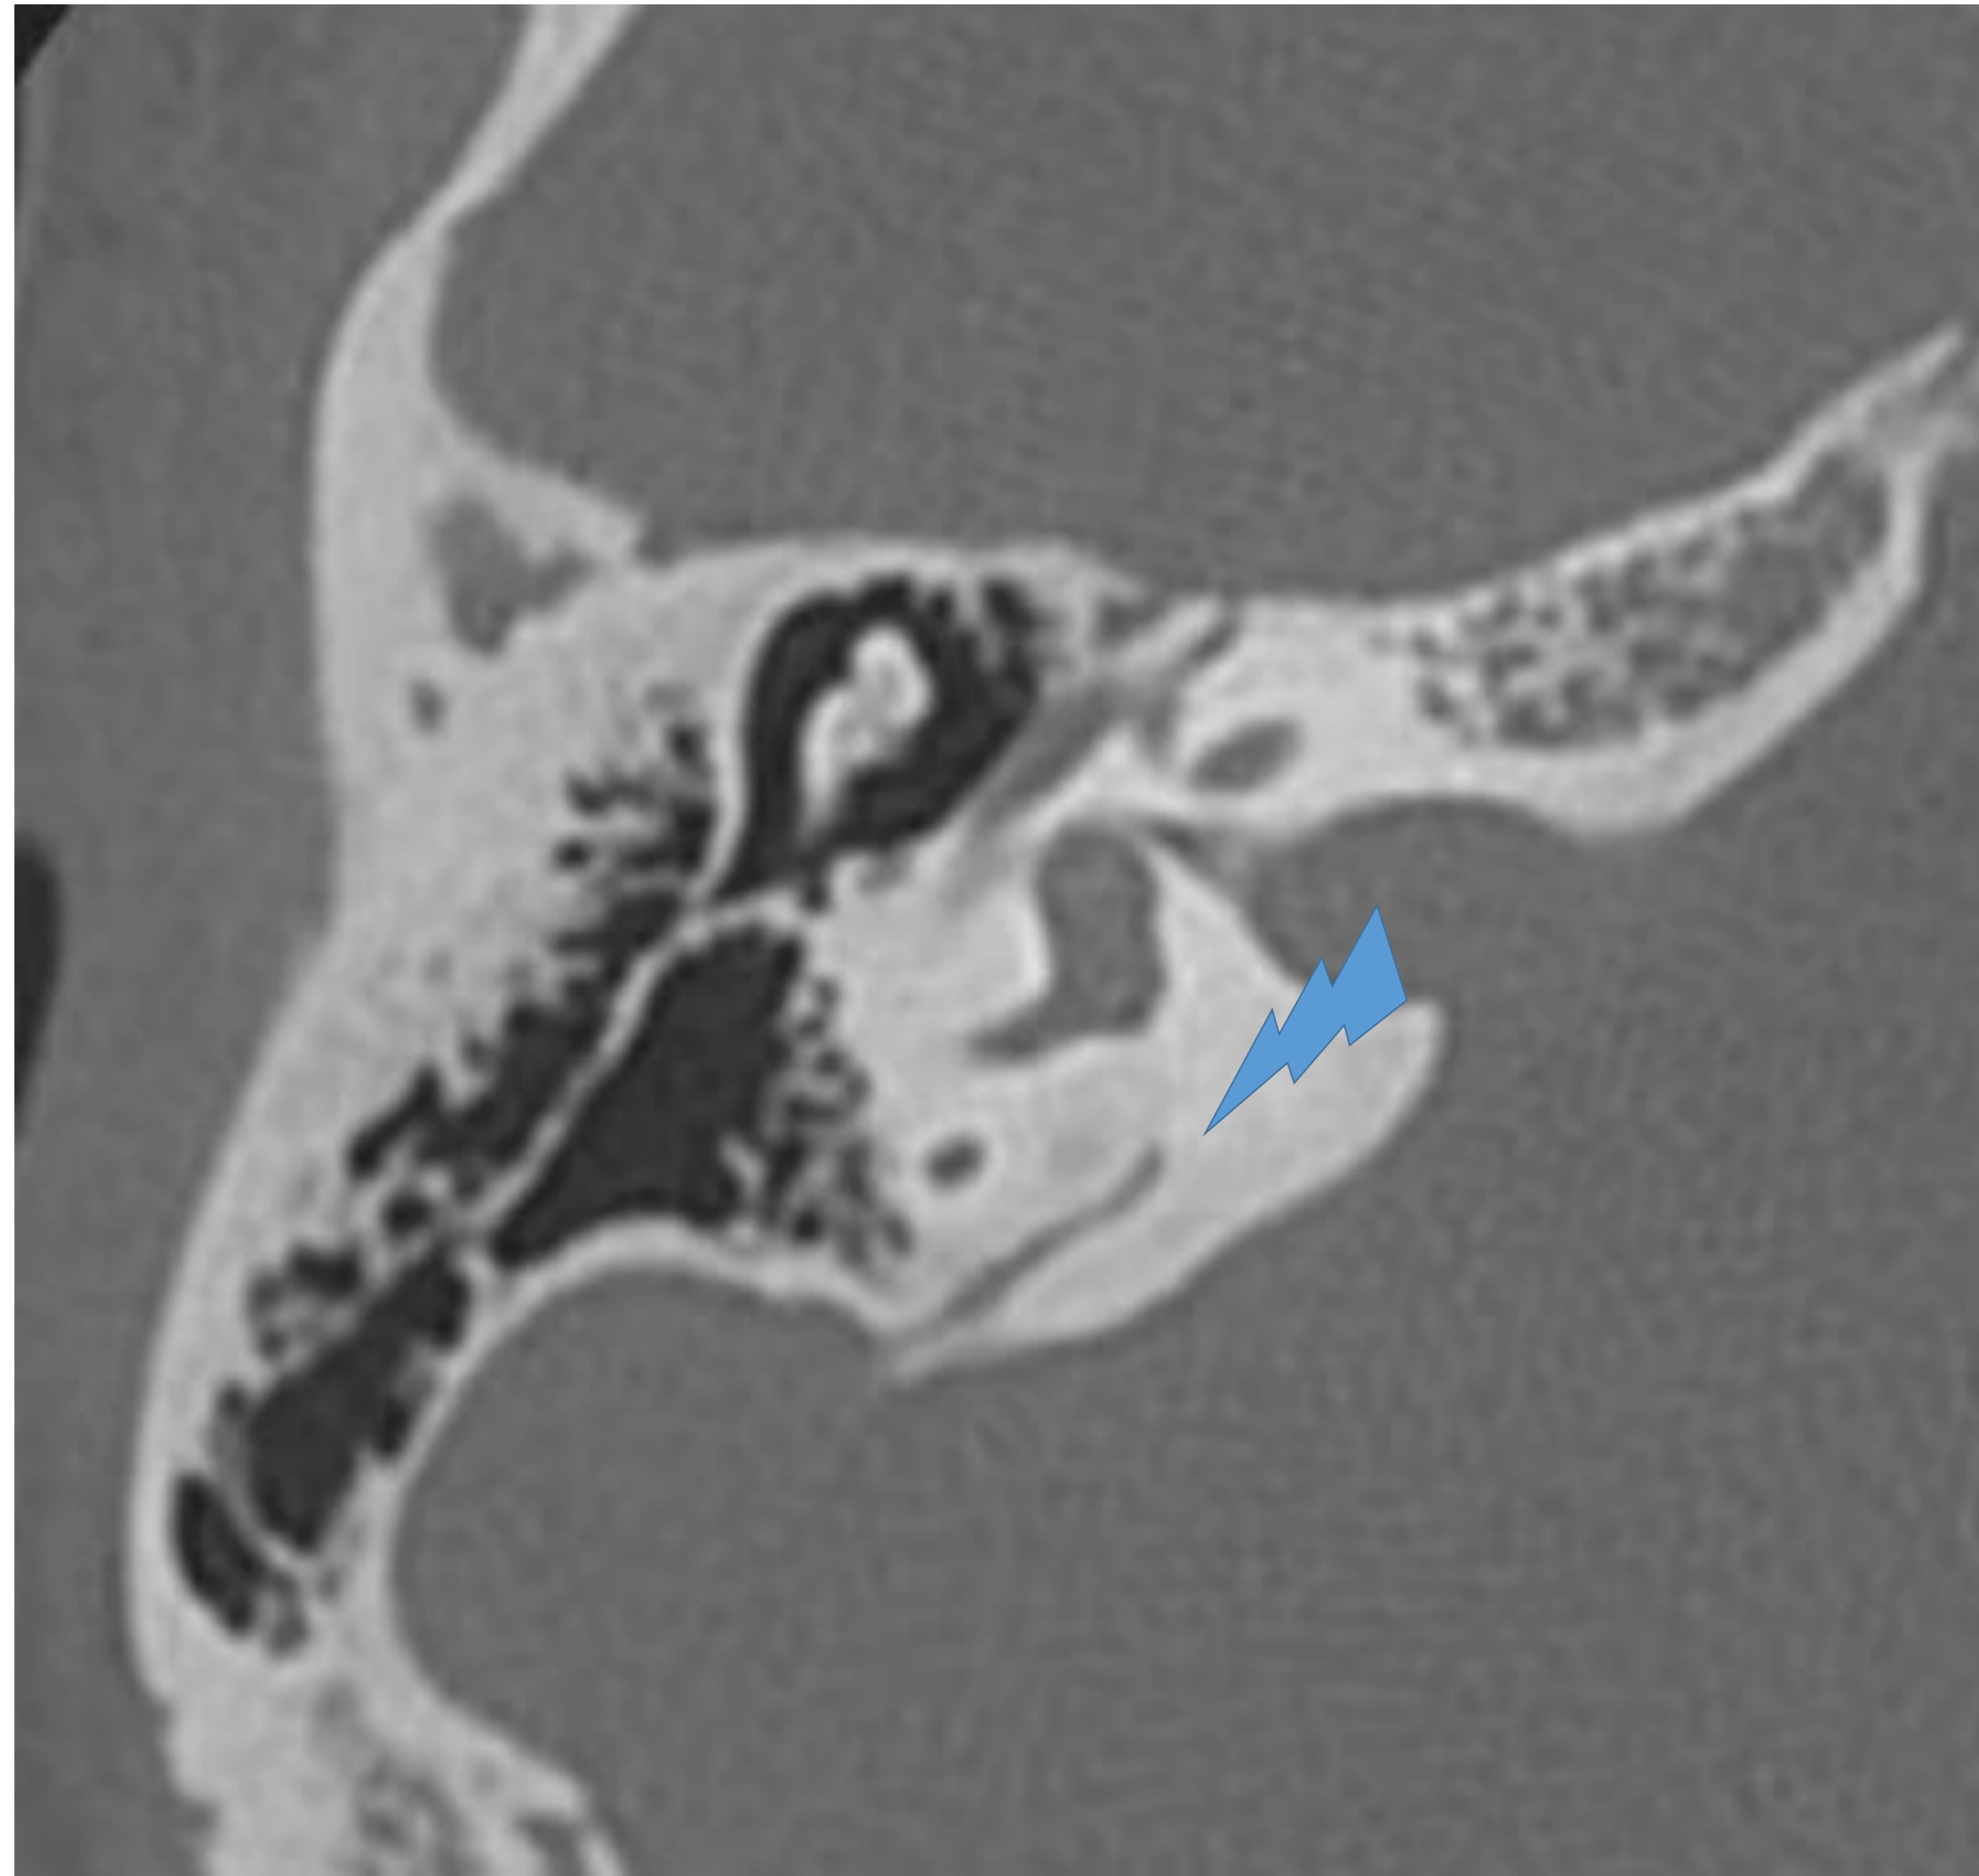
Corte axial TC : acueducto vestibular.
